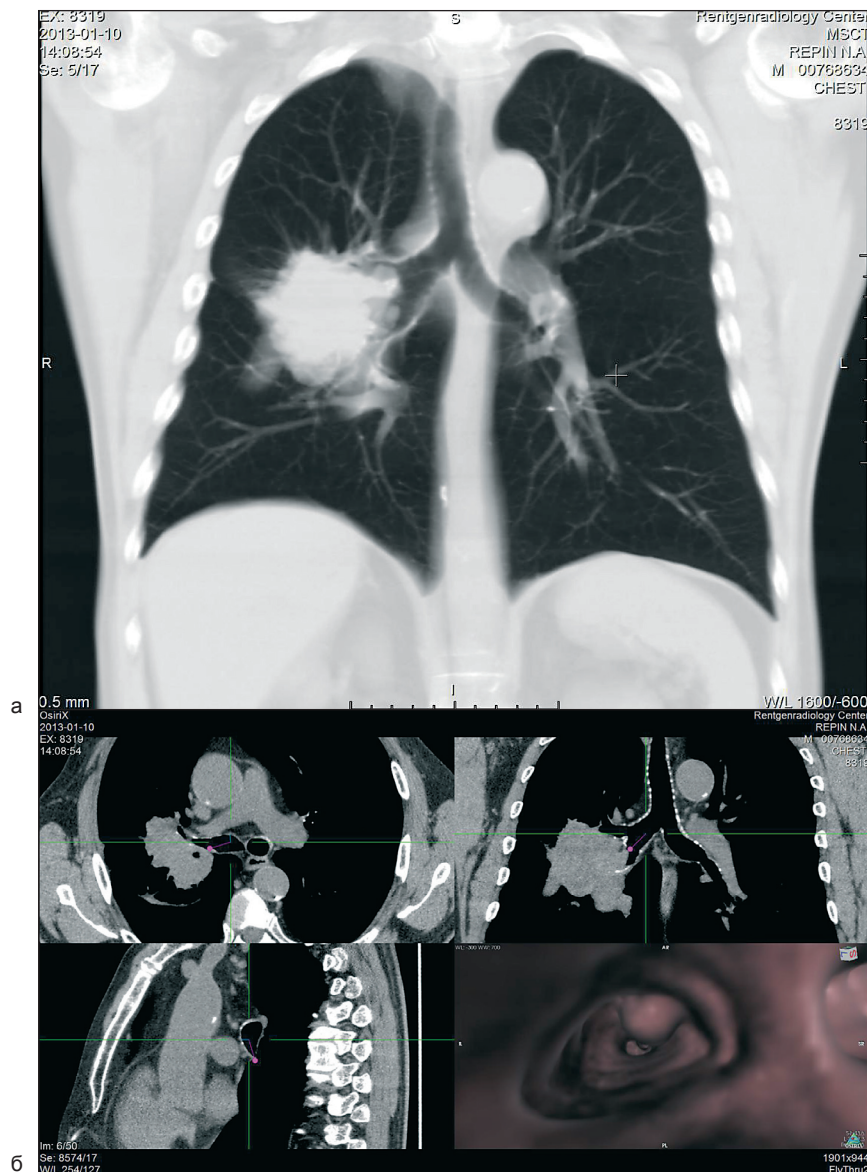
МСКТ ВБ. Периферический рак правого легкого с централизацией:
